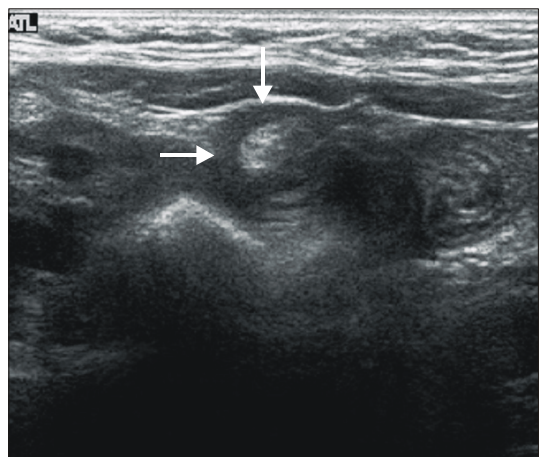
Abdominal ultrasonography shows a doughnut sign on transverse scan indicating intussusception. The small bowel intussusception spontaneously reduced during US examination and his abdominal pain subsided.
